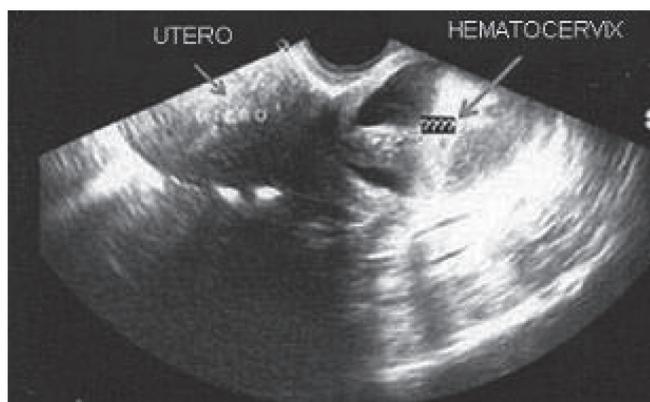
Ultrasonografia de hematocérvix
